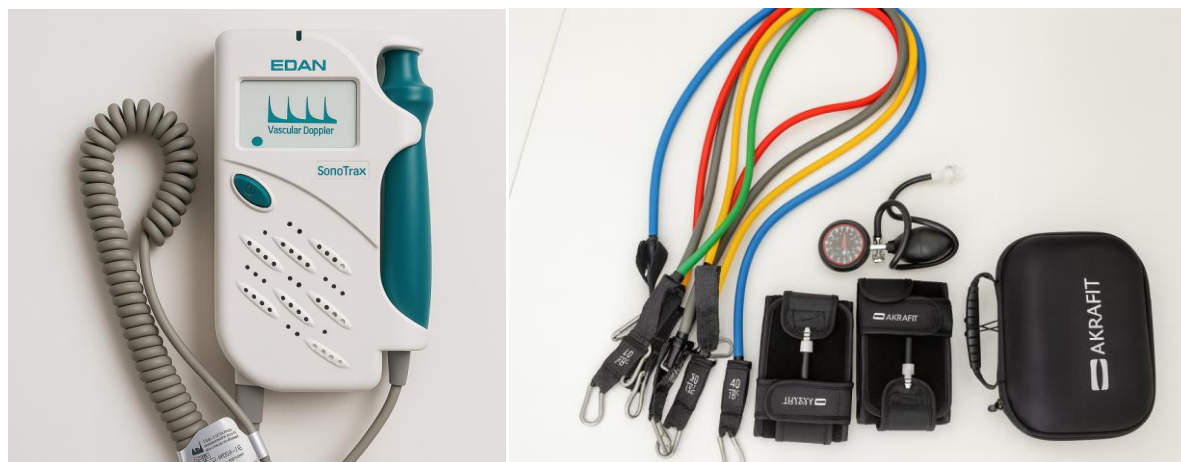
Materiales empleados para la ejecución de nuestro protocolo de fuerza: a la izquierda, doppler vascular SonoTrax para la medición de la LOP; y a la derecha bandas elásticas de 5 resistencias diferentes y manguitos de oclusión Akrafit.
